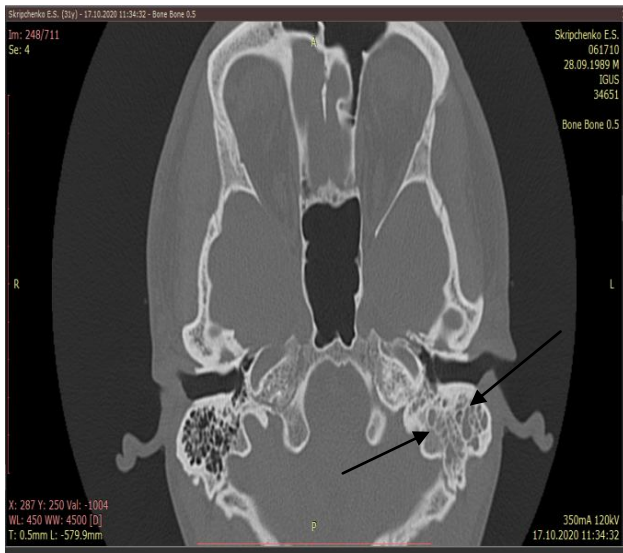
Дані СКТ скроневиx кісток і аудіометричного дослідження пацієнта С. (IV група).
